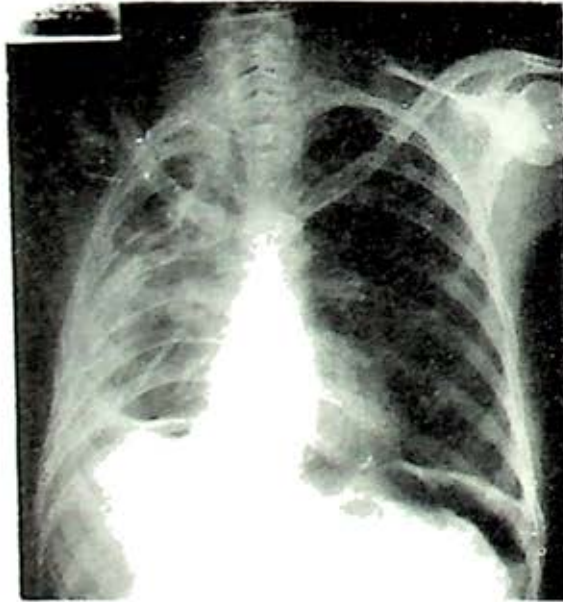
Radiografía pre-operatoria de una enferma con tuberculosis pulmonar fibro-excavada.
